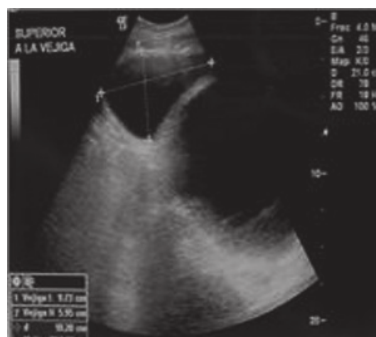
Ultrasonograma.
